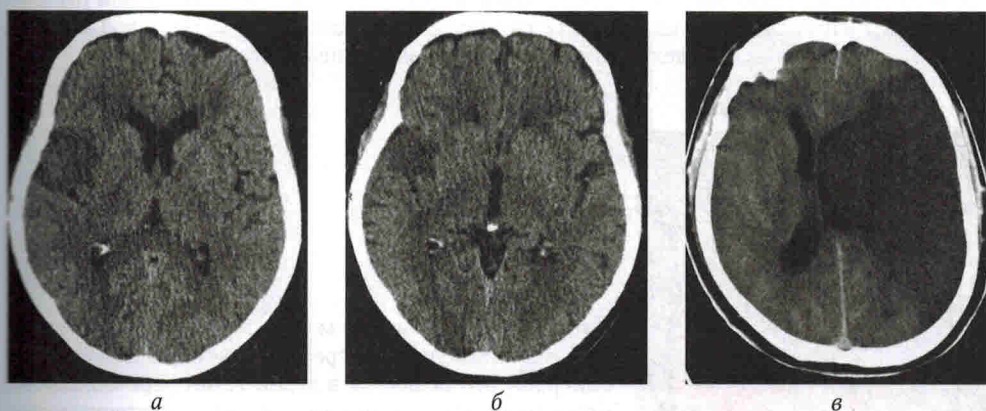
КТ головы. КТ-признаки ишемического инсульта в бассейне правой средней мозговой артерии (а, б). Обширная гиподенсная зона в левом полушарии головного мозга, «масс-эффект» — полушарный ишемический инсульт, осложненный отеком и дислокацией (в)
